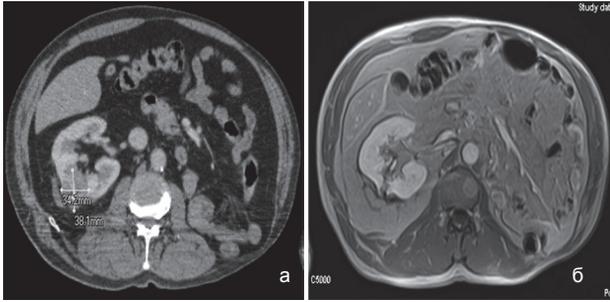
Метастаз в правую почку: а) до радиохирургии; б) МРТ после радиохирургии (опухолевая ткань не определяется)
